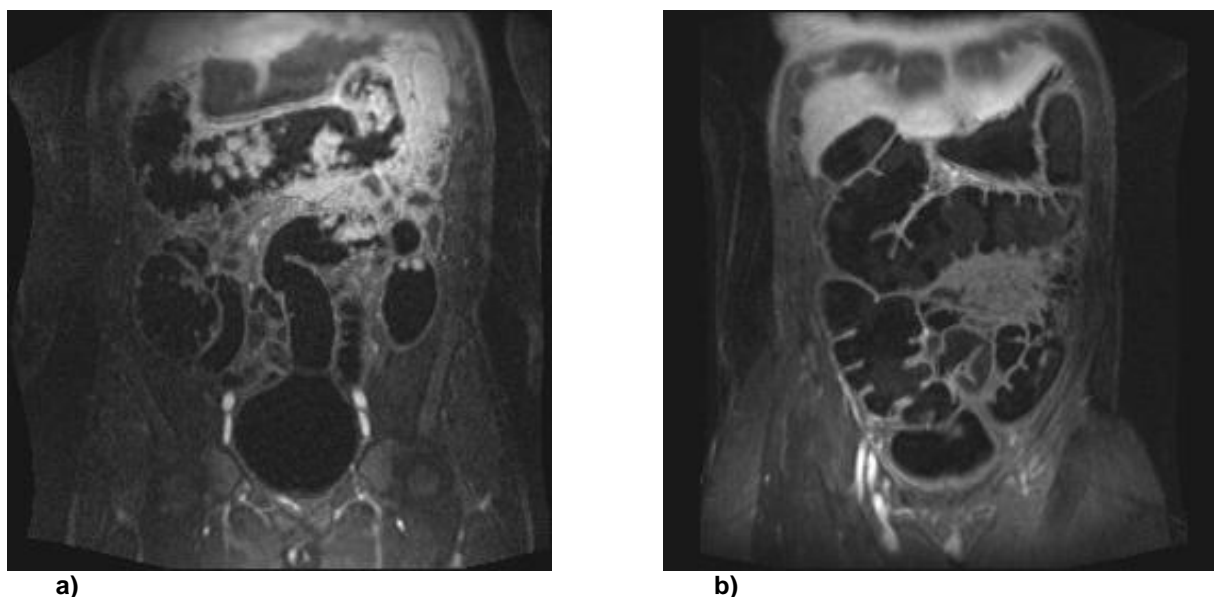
Coronare MRT-K-Einzelschichtbilder, links ohne (a) und rechts im fecal-tagging-Verfahren (b), also ohne Darmlavage. Die Bildakquisition erfolgte nach einem Wassereinlauf und intravenöser Kontrastmittelgabe. Es wurde der gleiche Proband an unterschiedlichen Tagen untersucht. Das natürlicherweise hohe Stuhlsignal wird durch die orale Gabe von Barium deutlich reduziert, der Stuhl ist kaum mehr vom Wassereinlauf zu unterscheiden (b).
